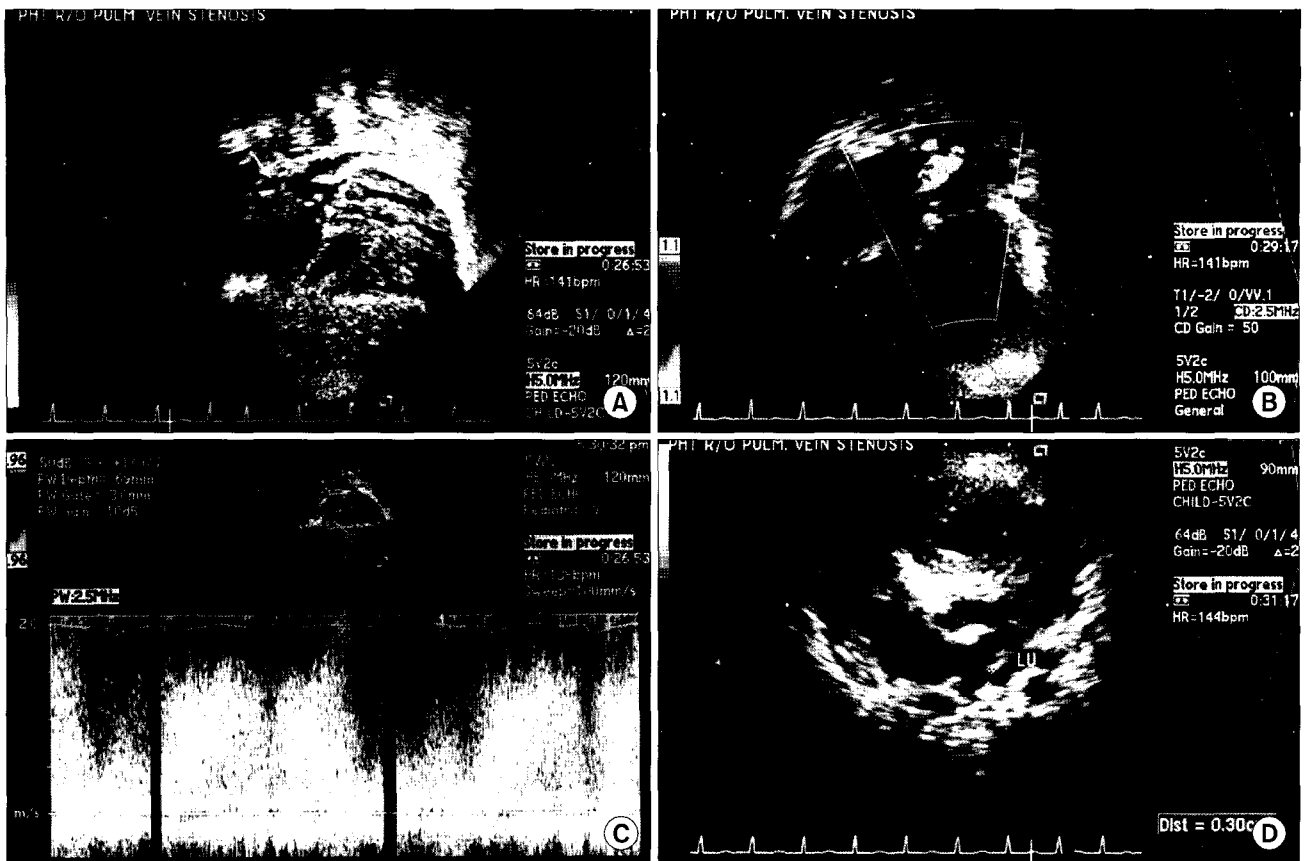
Preoperative 2D-Echocardiogram of pulmonary vein. (A) Right pulmonary vein shows nearly obliterated venous lumen (Arrow). (B) The color Doppler shows increased flow velocity at right pulmonary vein. (C) The pulsed wave Doppler shows non-phasic, continuous high velocity flow pattern. (D) Left pulmonary vein shows narrowing at the venoatrial junction. LV=Left pulmonary vein.
